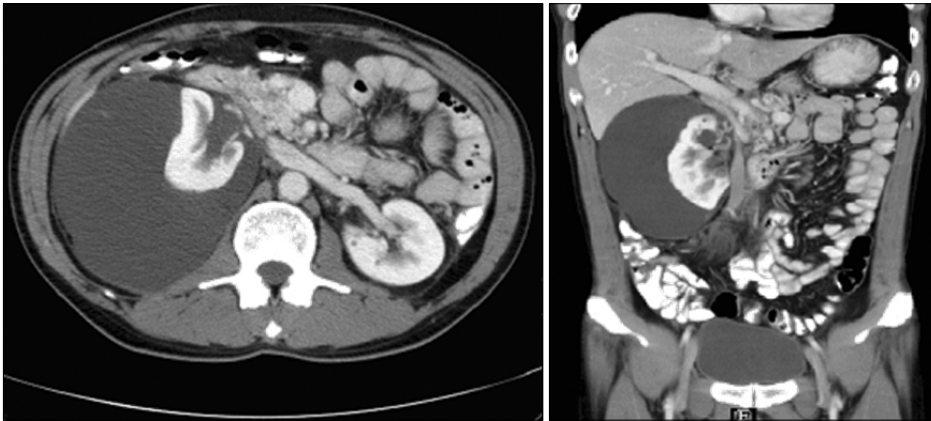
Abdominal computerized tomography shows a huge simple cystic mass compressing the right kidney to the medial side and both kidneys showed multiple tiny cysts.
